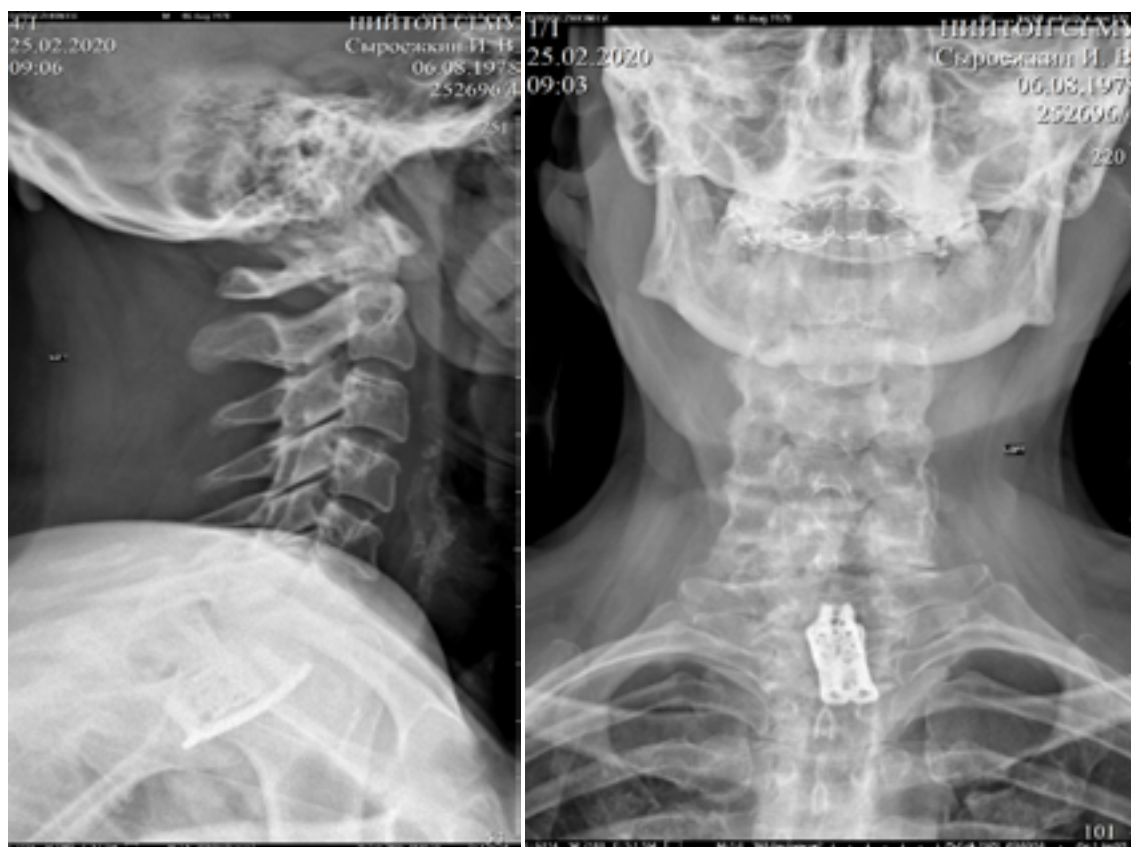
Рентгенограммы переходного шейно-грудного отдела позвоночника больного М. в 2 проекциях после операции.
